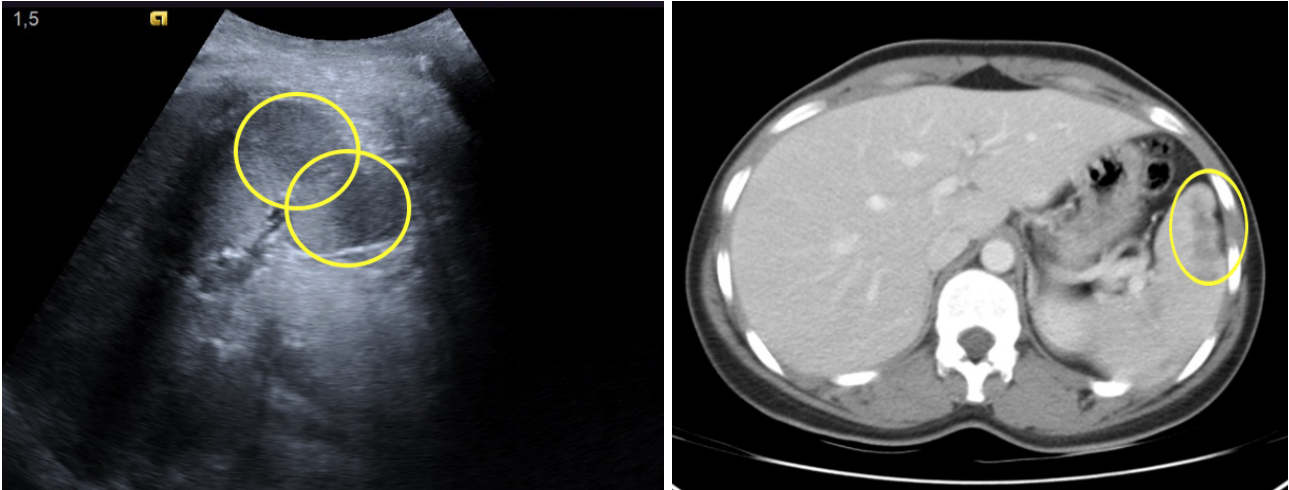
a) Múltiples áreas hipoeoicas triangulares de base periférica. b) Misma imagen anterior en TAC
